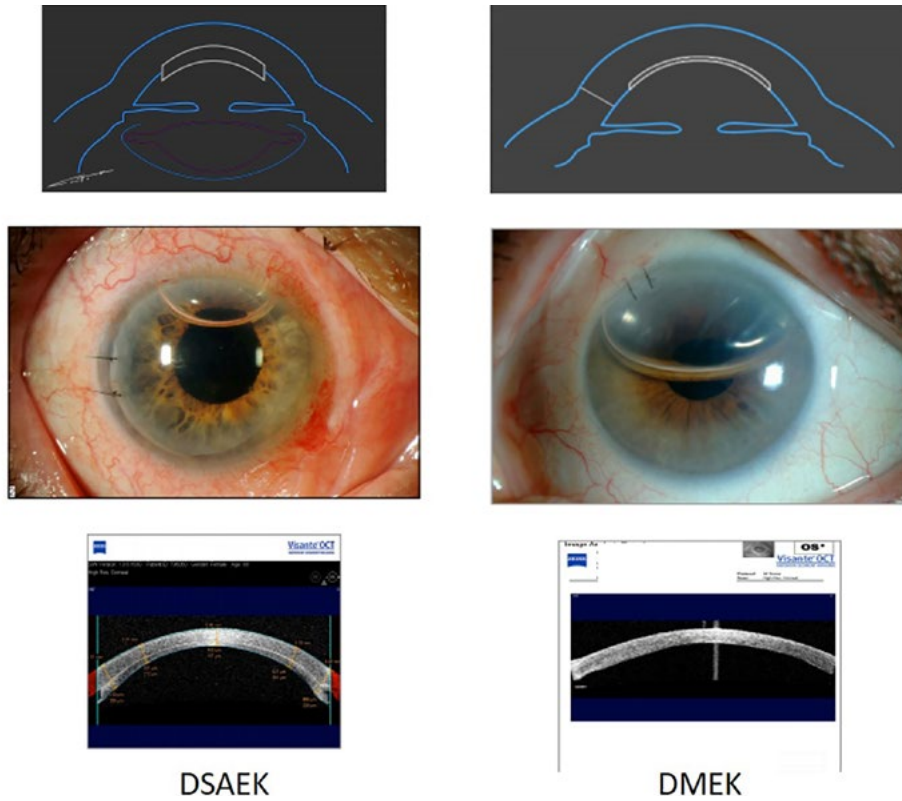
Técnicas de queratoplastia laminar endotelial: DSAEK (*Descemet stripping automated endothelial keratoplasty*) y DMEK (*Descemet membrane endothelial keratoplasty*). Representaciones esquemáticas de DSAEK y DMEK (tope); fotografía de polo anterior de ojo tras DSAEK (medio, izquierda) y tras DMEK (medio, derecha); e imágenes de tomografía de coherencia óptica de polo anterior tras DSAEK (bajo, izquierda) y DMEK (bajo, derecha). Notad que el injerto DSAEK tiene mayor grosor que el injerto DMEK.
